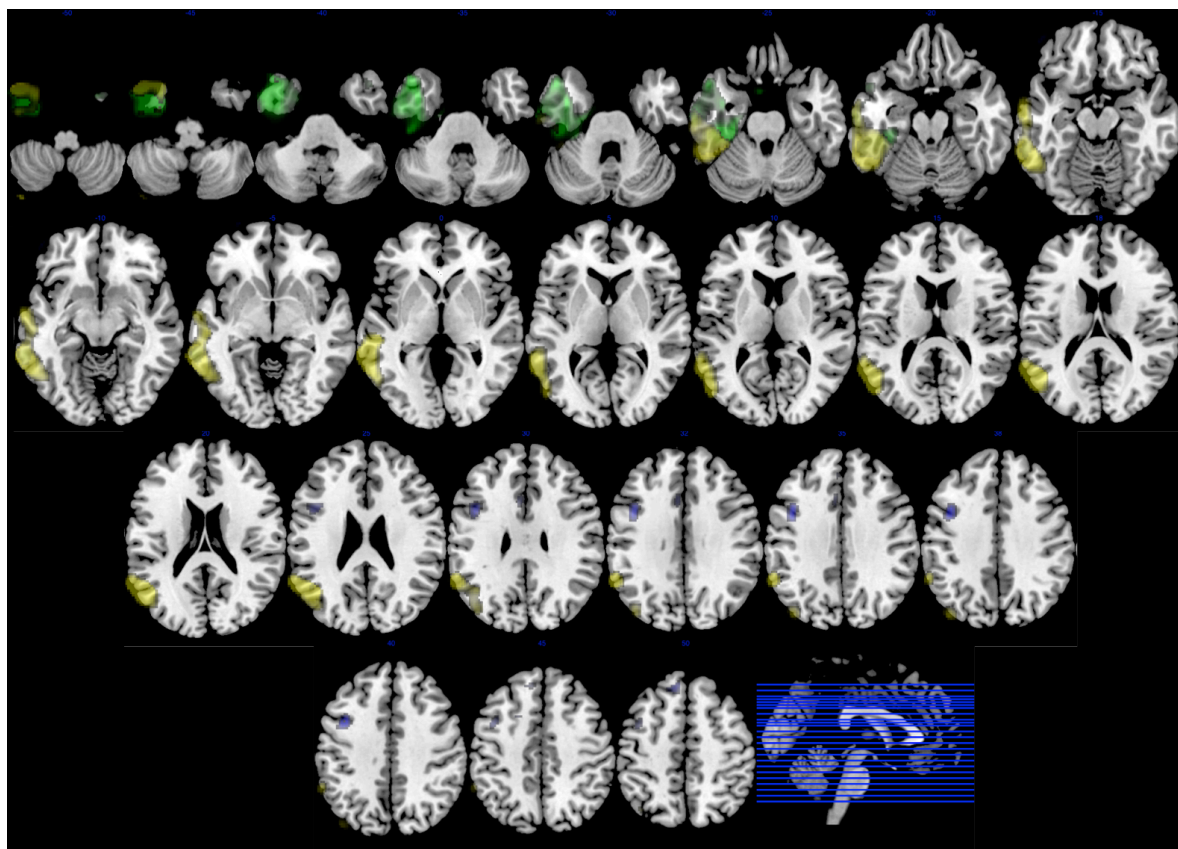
24. Topografía de las tres variantes de APP. Imagen superpuesta sobre Resonancia Magnética a partir de los análisis realizados con SPM. Orientación neurológica. Se muestran las regiones con menor metabolismo en los grupos de APP-G (azul, frontal izquierda), APP-S (verde, temporal anterior izquierda) y APP-L (amarillo, temporoparietal izquierda), en comparación con controles sanos.
